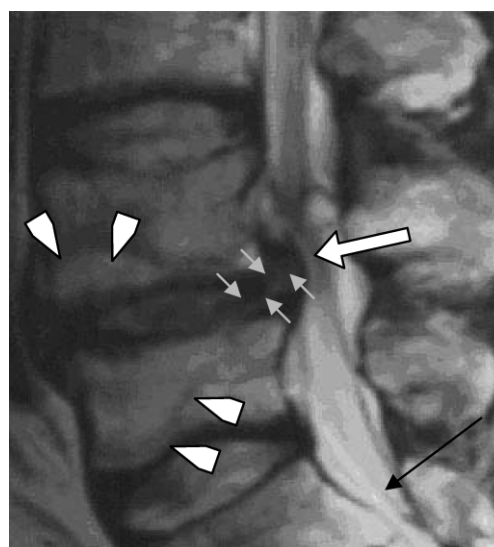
Сагиттальная МР томограмма, взвешенная по T2.
